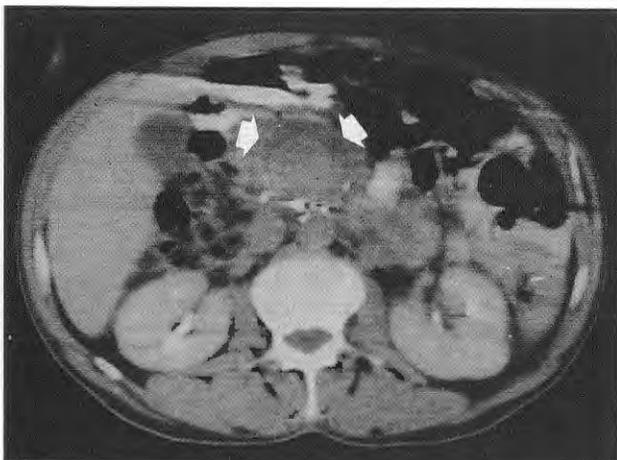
Caso 1. TAC abdominal: masa en cabeza y cuerpo del páncreas (flechas) que capta irregularmente contraste. Compatible con pseudoaneurisma y trombo mural.
